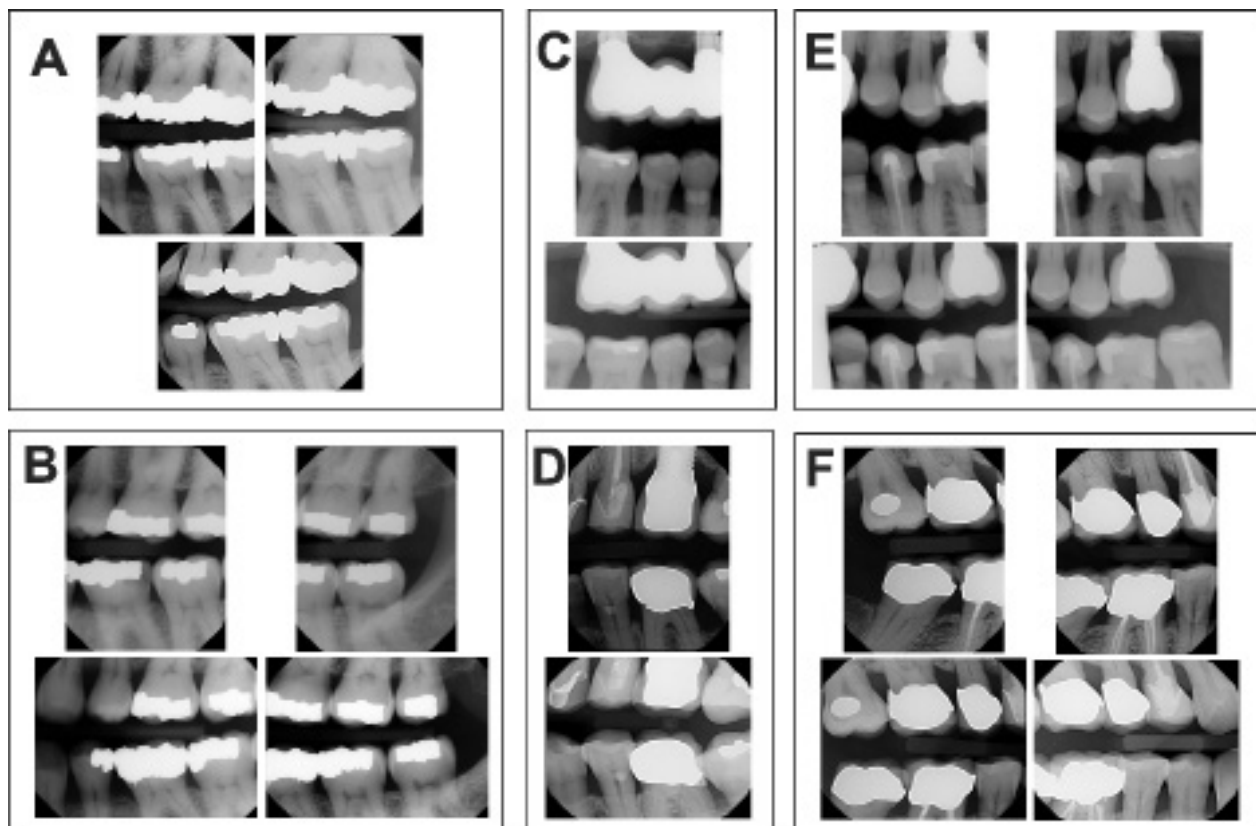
A. og B Hos patienter med sunde parodontale forhold og intet marginalt knoglesvind viser gode bitewingoptagelser ofte (B), men ikke altid (A) den marginale knogle i både over- og underkæbe. Til sammenligning giver vertikalt stillede film eller sensorer næsten altid røntgenoptagelser, der samtidig viser den marginale knogle i begge kæbebuer (A, B). Begge filmplaceringer gengiver de interdentalte områder tilfredsstillende med henblik på cariesdiagnostik (A-F). C, D, E. I den langvarige vedligeholdelsesfase efter implantatindsættelse giver vertikale bitewingoptagelser godt overblik over overgangen mellem fikstur og krone og viser desuden flere af implantatets gevind samt den omgivende marginale knogle. Derimod er horisontale bitewings utilstrækkelige til opfølgning af implantater over tid. E, F. Hos patienter, der har mistet marginal knogle på grund af parodontitis, giver vertikale bitewingoptagelser generelt godt overblik over den marginale knogle, furkaturerne og de parodontale knogledefekters topografi. Disse forhold gengives typisk ikke i tilstrækkeligt omfang på horisontale bitewings.
